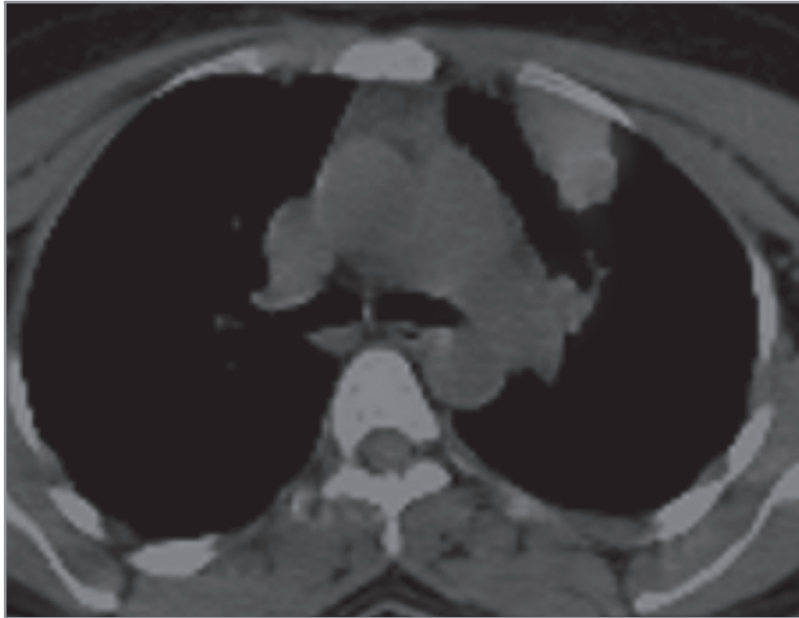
İki farklı İMT olgusunun kontrastlı toraks BT incelemesi. A, 21 yaşında bayan, periferik rim tarzı kontrast tutulumu varken; B, 42 yaşında bayanın BT incelemesinde kitlede belirgin kontrast tutulumu izlenmiyor.
